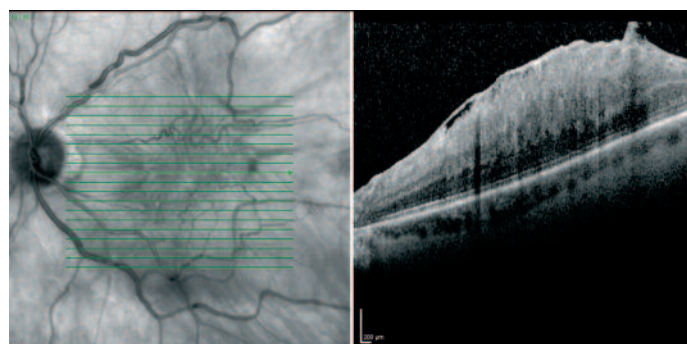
Präoperativer Befund eines linken Auges mit ausgeprägtem „Macular Pucker“ (Gass Stadium 2) bei Zustand nach peripherem Netzhautforamen und Laserkoagulation. In der Optischen Kohärenztomographie (OCT) zeigte sich die epiretinale Gliose mit deutlichem Makuläoedem, einer zentralen Netzhautdicke von 658 µm, durchgängiger Fältelung aller Netzhautschichten und starker makulärer Gefäßverziehung bei einem best-korrigierten Dezimalvisus von 0,1 und stark störenden Metamorphopsien.
